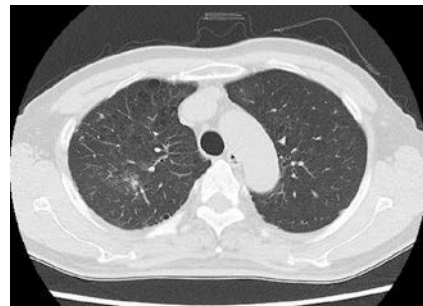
Improved findings on chest CT scan taken 6 months after ambroxol treatment.
